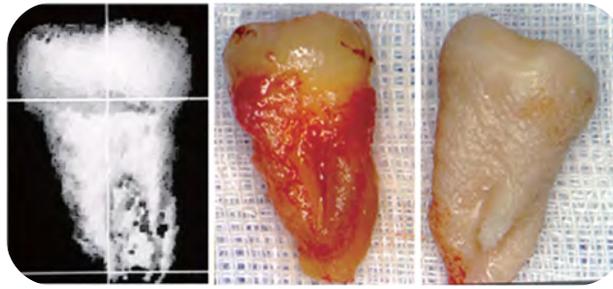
Tomografia computadorizada do dente que será transplantado para a realização de um protótipo (imagem da esquerda). Dente a ser transplantado (imagem central). Protótipo confeccionado em resina que será utilizado como guia para o preparo do alvéolo receptor (imagem da direita).²⁰
